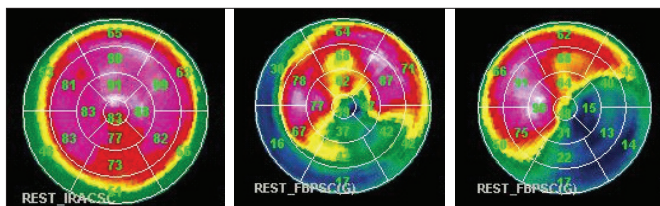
Количественная оценка перфузии миокарда ЛЖ сердца в 17-сегментной модели
